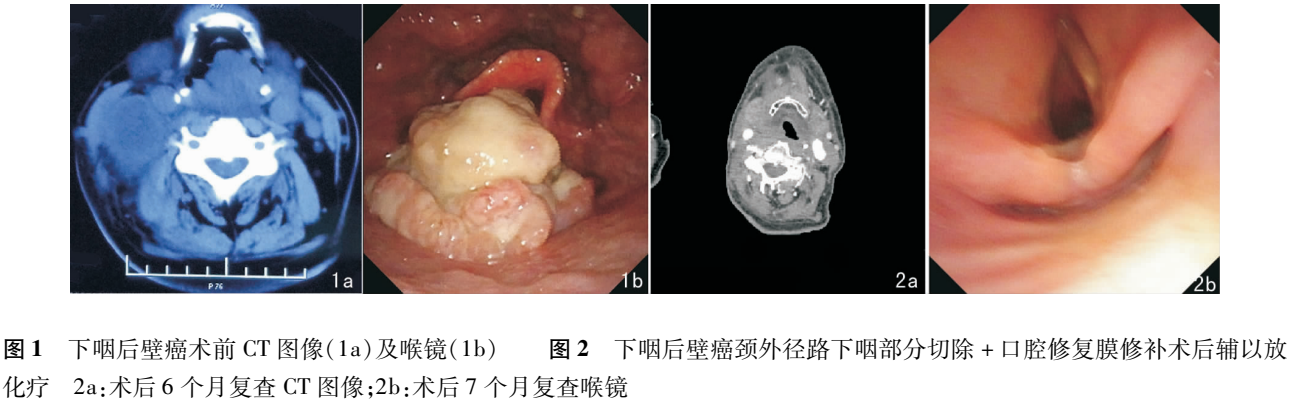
下咽后壁癌术前 CT 图像(1a)及喉镜(1b) 图 2 下咽后壁癌颈外经路下咽部分切除 + 口腔修复膜修补术后辅以放化疗 2a:术后 6 个月复查 CT 图像;2b:术后 7 个月复查喉镜
